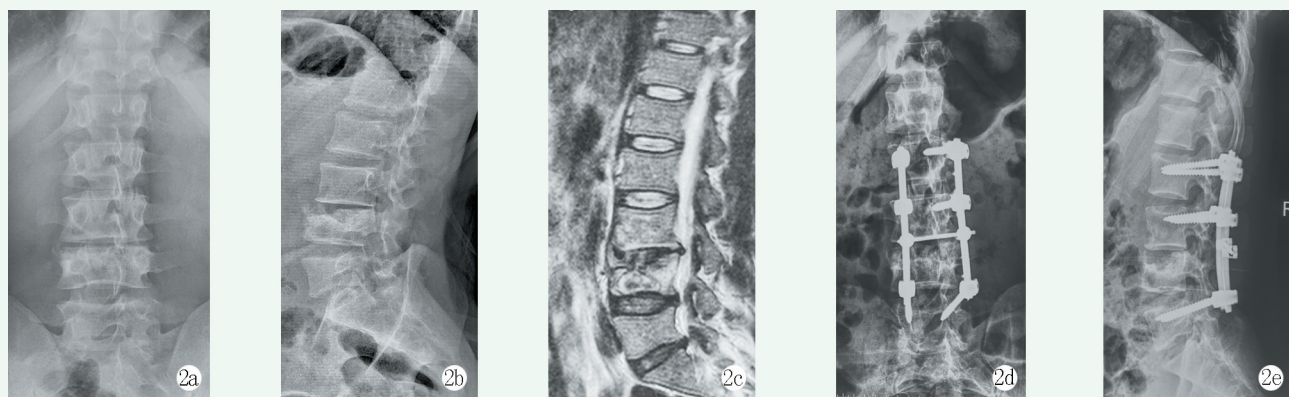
患者, 男, 36 岁, 诊断 L<sub>3</sub>~L<sub>4</sub> 椎体结核, 行后路病灶清除植骨椎弓根螺钉内固定术。2a, 2b: 术前 X 线片显示 L<sub>3</sub>~L<sub>4</sub> 椎间隙变窄破坏, L<sub>4</sub> 椎体骨质破坏; 2c: 术前 MRI 示 L<sub>3</sub>~L<sub>4</sub> 椎间隙变窄, 终板边缘模糊, L<sub>4</sub> 椎体破坏、部分塌陷; 2d, 2e: 术后 2 年 X 线片示内固定位置良好。
